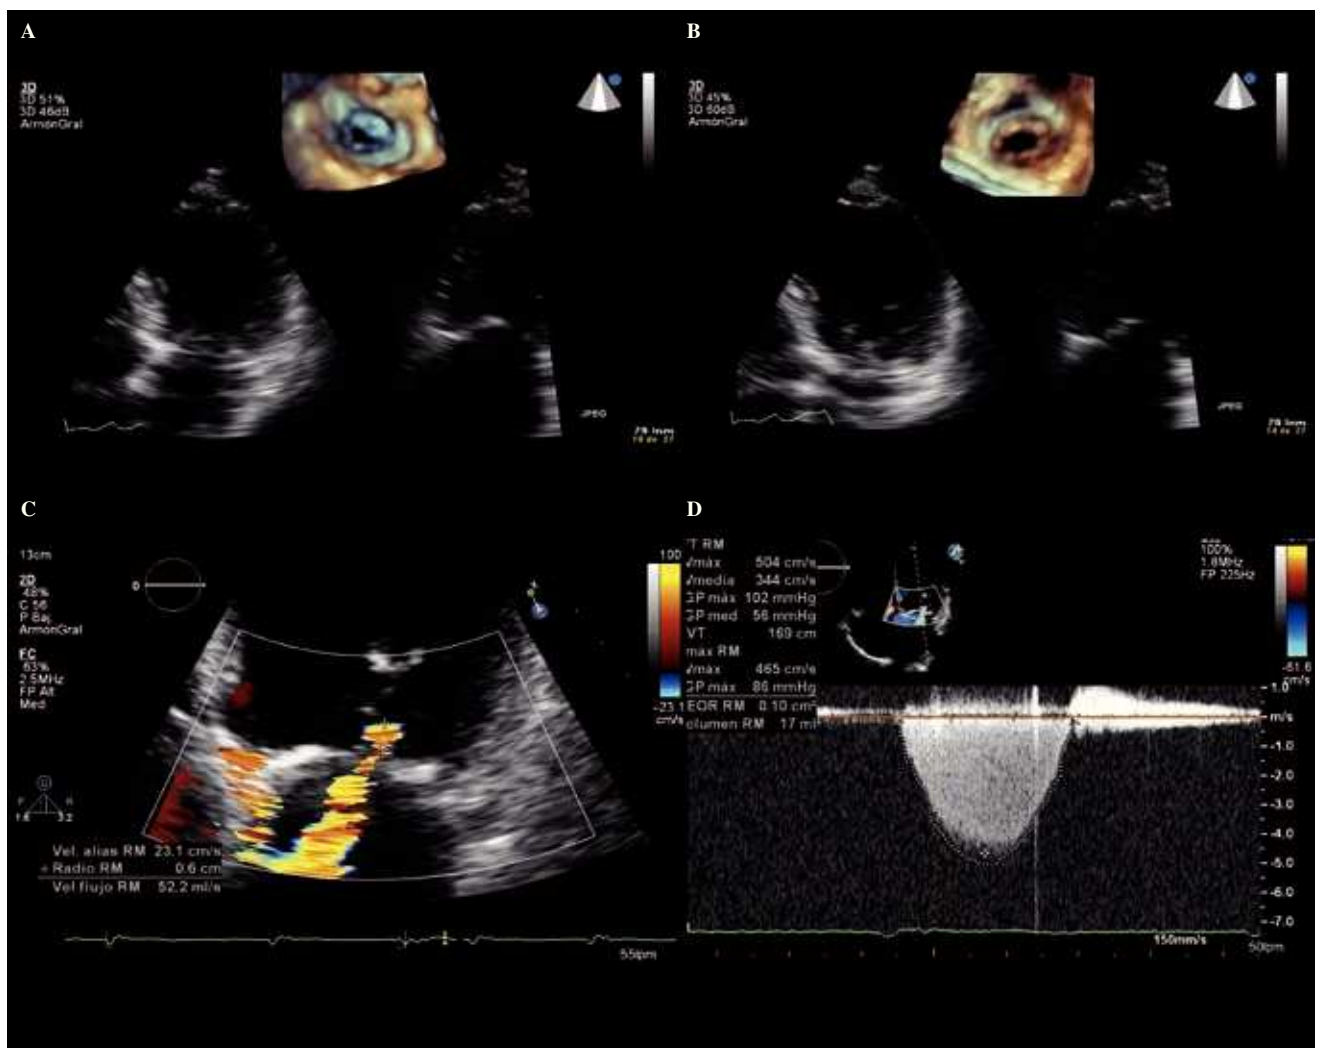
A: imagen de ecotranstorácico 3D; mediante dos planos ortogonales en 2D podemos visualizar con eco la VM desde el AI que se encuentra retraída. B: imagen de ecotranstorácico 3D; mediante dos planos ortogonales en 2D podemos visualizar con eco la VM desde el VI que se encuentra retraída. C: cuantificación de la IM mediante el método de PISA. D: Doppler continuo de la IM.
